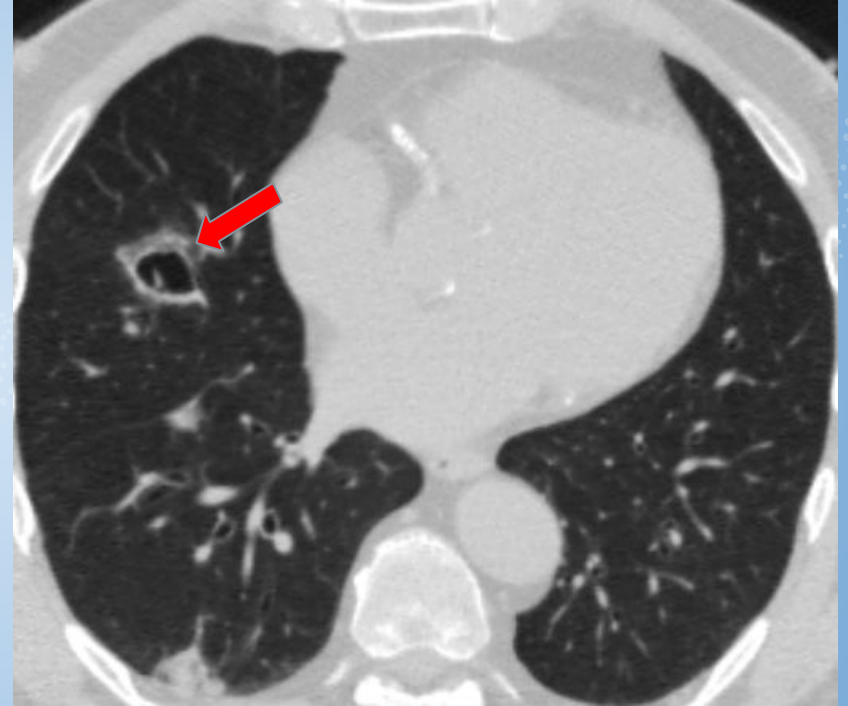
Metástasis pulmonares de cáncer renal células claras. Tomografía de tórax ventana parenquimatosa: imagen focal nodular con cavitación central (flecha roja).
